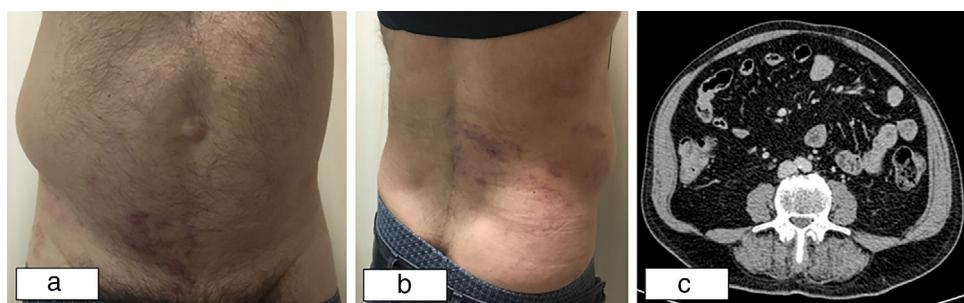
Varón de 67 años con una pseudohernia postherpética. Fig. 2a: visión frontal, protrusión de la pared abdominal en el flanco derecho; Fig. 2b: visión posterolateral, protrusión de la pared abdominal y erupción herpética; Fig. 2c: TC abdominal que muestra debilidad de la pared abdominal posterolateral derecha, sin objetivarse orificios herniarios.
